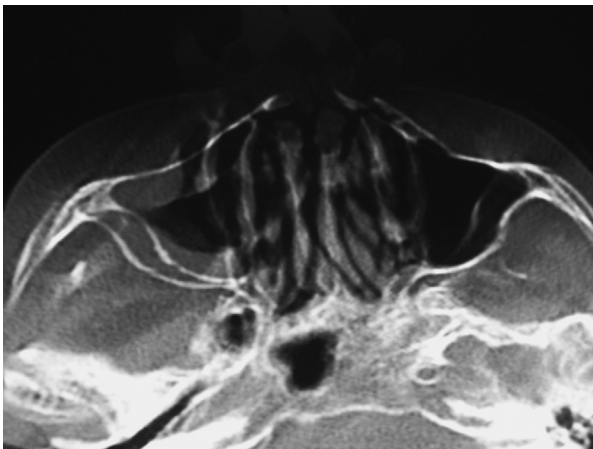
TC de macizo craneofacial, en ventana ósea, corte axial: se observa una distorsión de la anatomía normal que genera la apariencia de fantasmas o imágenes que se reiteran en forma difuminada. Corresponde a un artefacto por movimiento del paciente.
